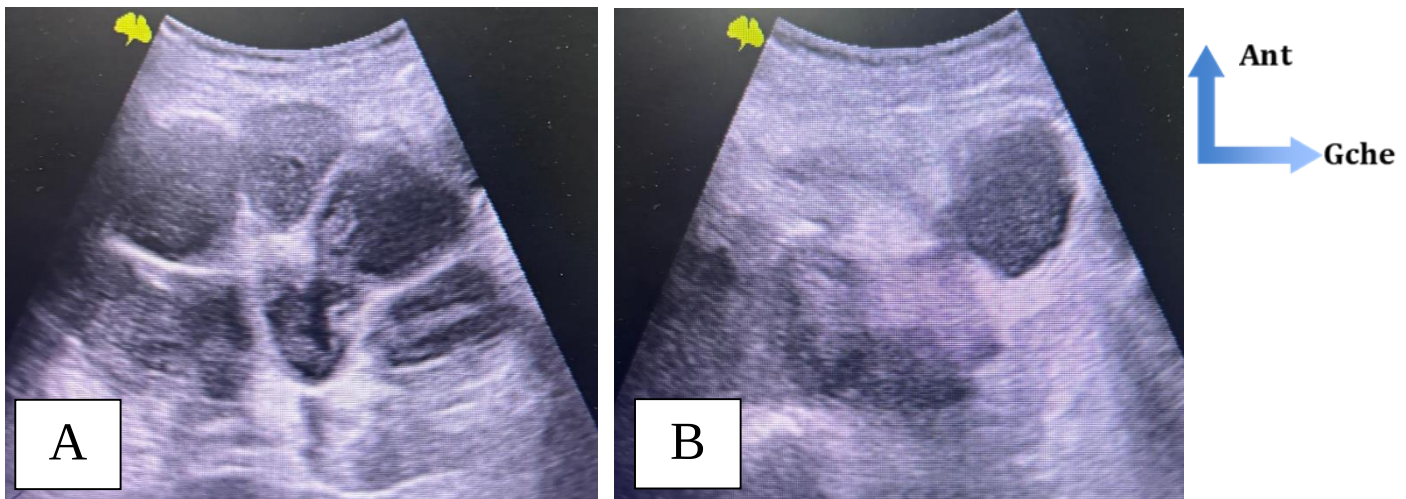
Images échographiques d'une pyonéphrose gauche fistulisée
